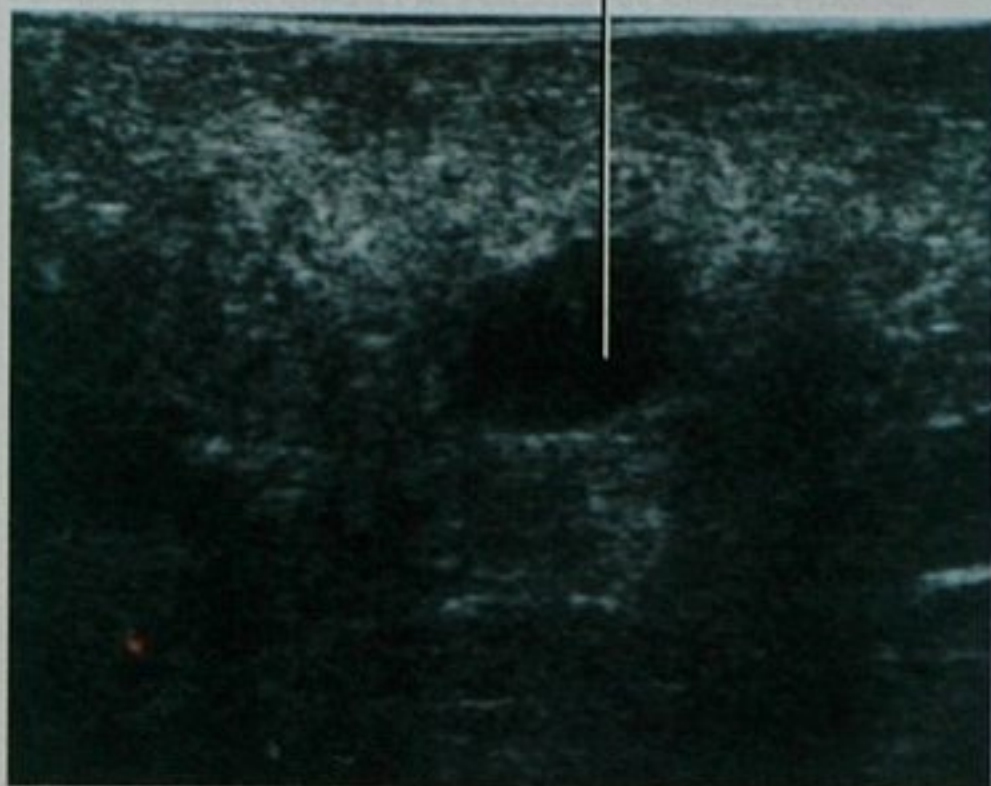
胰腺术中超声显示 1 个 8mm 的神经内分泌肿瘤,而术前 CT 检查未发现该肿瘤
